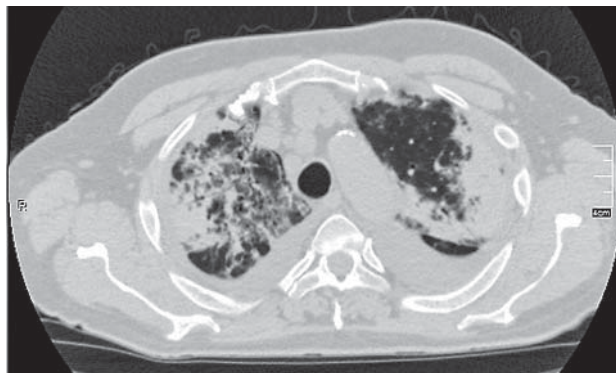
КТ ОГП пацієнта М.
